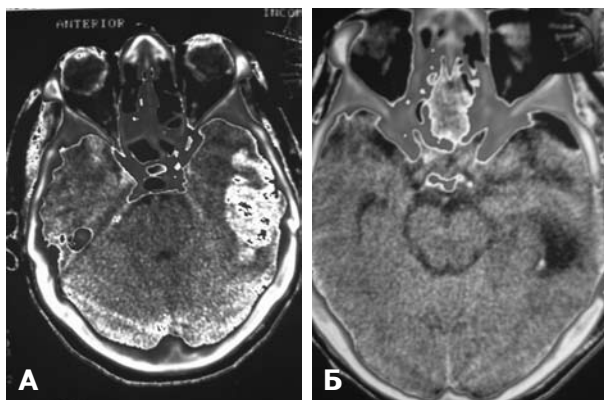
Компьютерная томограмма больного К. с очаговым ушибом тяжелой степени левой височной доли. А — до операции; Б — после операции.
